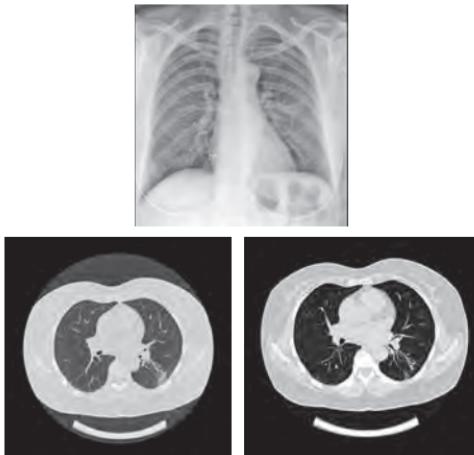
Рентгенограмма и КТ-снимки пациентки Г.
